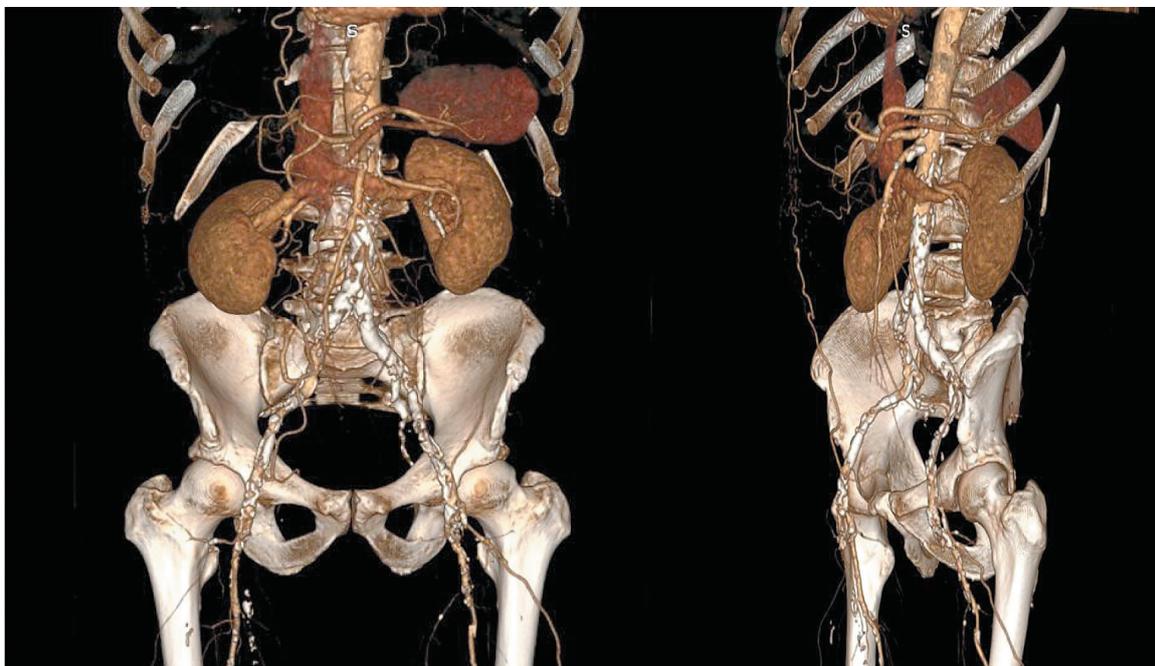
МСКТ АГ аорты и артерий нижних конечностей. 3D-реконструкция
